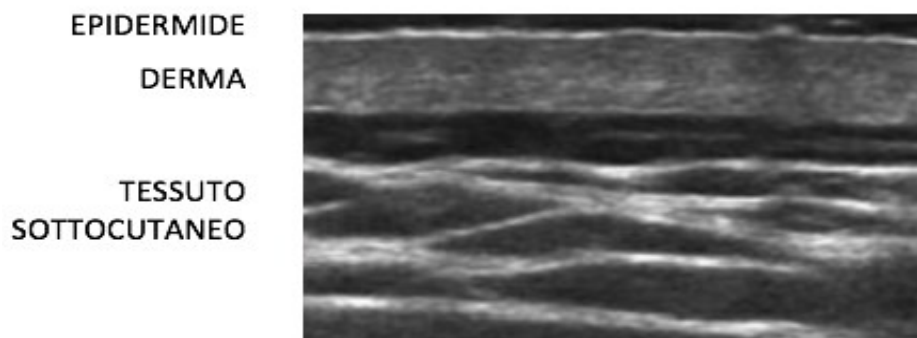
Aspetto ecografico cute normale
